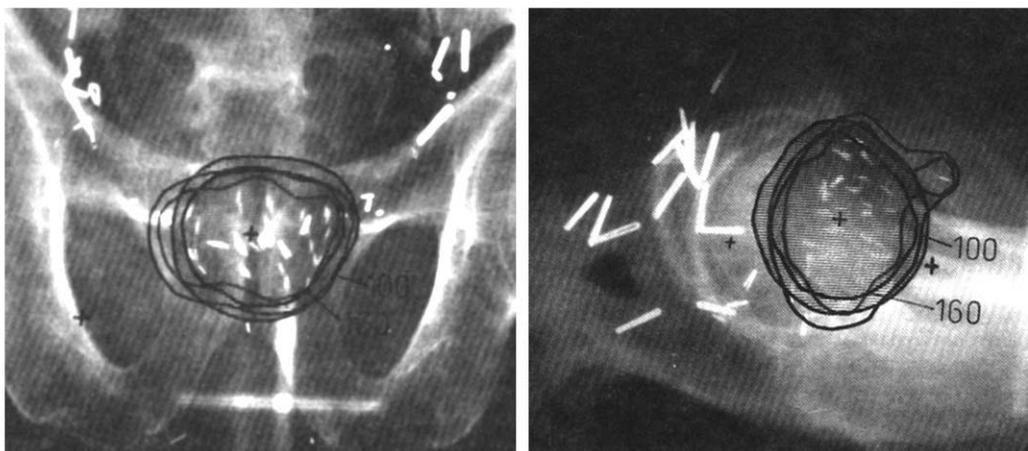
Implante prostático por técnica a cielo abierto. La evaluación de la dosis absorbida por medio de radiografías ortogonales no permite conocer la dosis mínima periférica. La dosis se reportaba a un volumen equivalente a las dimensiones intraoperatorias de la próstata.
